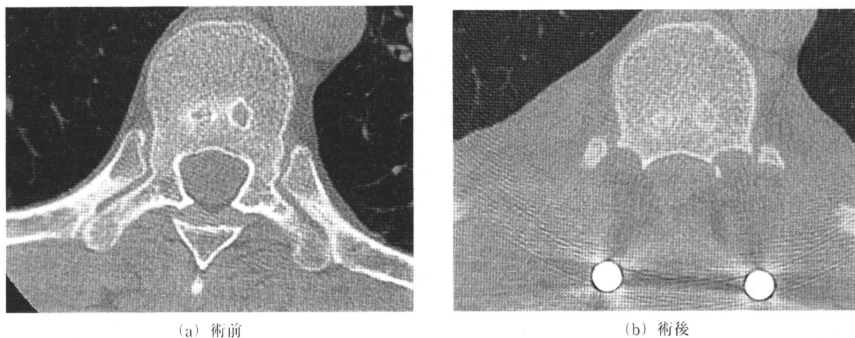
第9肋骨高位の胸椎CT像。手術により椎弓および椎弓根切除に加え、横突起および肋骨近位部切除が行われている。
